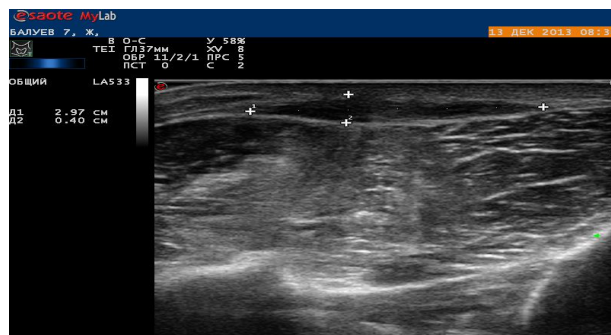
УЗИ мягких тканей правой голени после завершения предоперационного курса терморрадиотерапии
